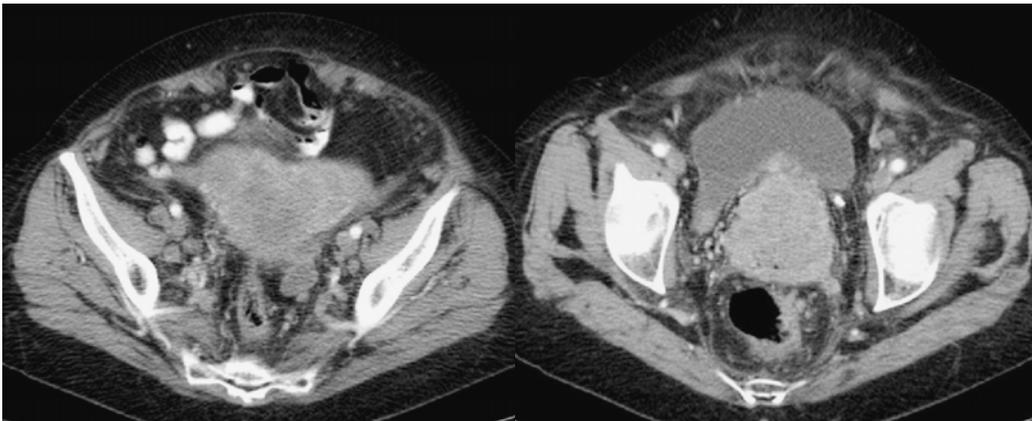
Imágenes de TC con contraste en paciente con CaCu, invasión a la pared posterior de la vejiga, parametrio y vasos de neoformación. Útero bicorne como variante.
